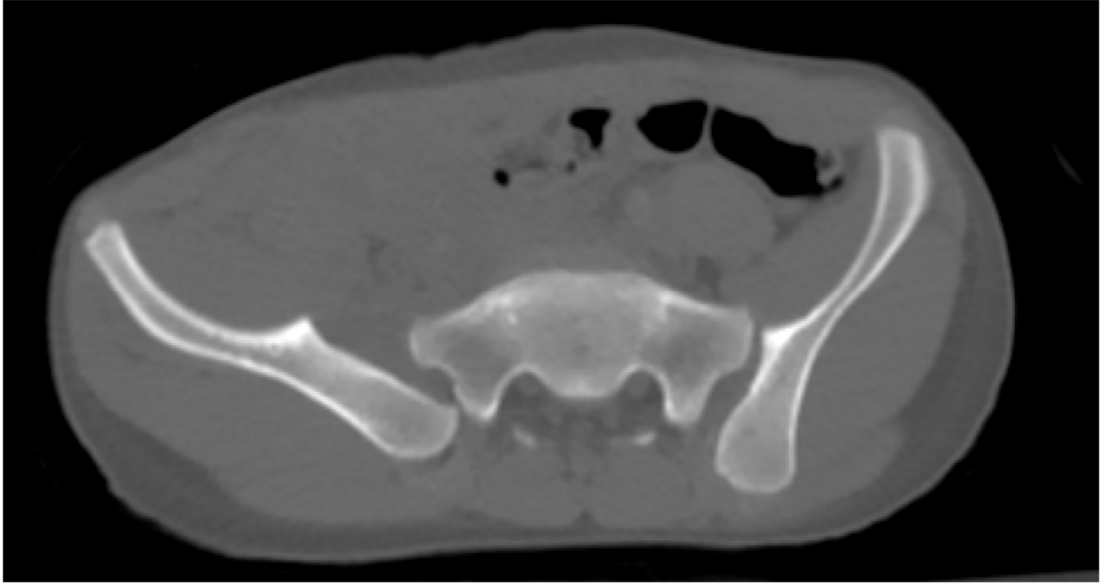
Vaka.1'e ait postop çekilen pelvis 3D BT kesiti
